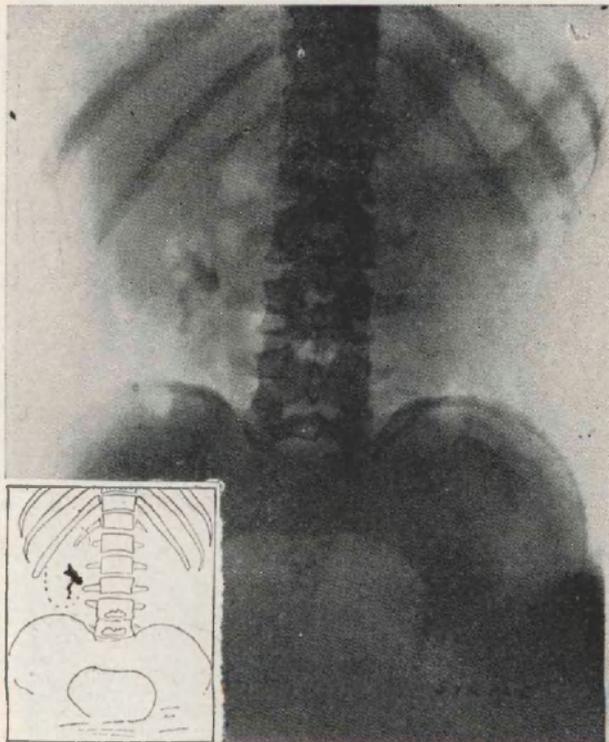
Radiografía simple: Se observa en el lado derecho una imagen irregular que se extiende desde el nivel de la apófisis transversa de la L II hasta el borde superior de la L III con los caracteres de un cálculo de grueso núcleo ubicado probablemente en pelvis, emitiendo prolongaciones diversas hacia arriba, afuera y abajo.
